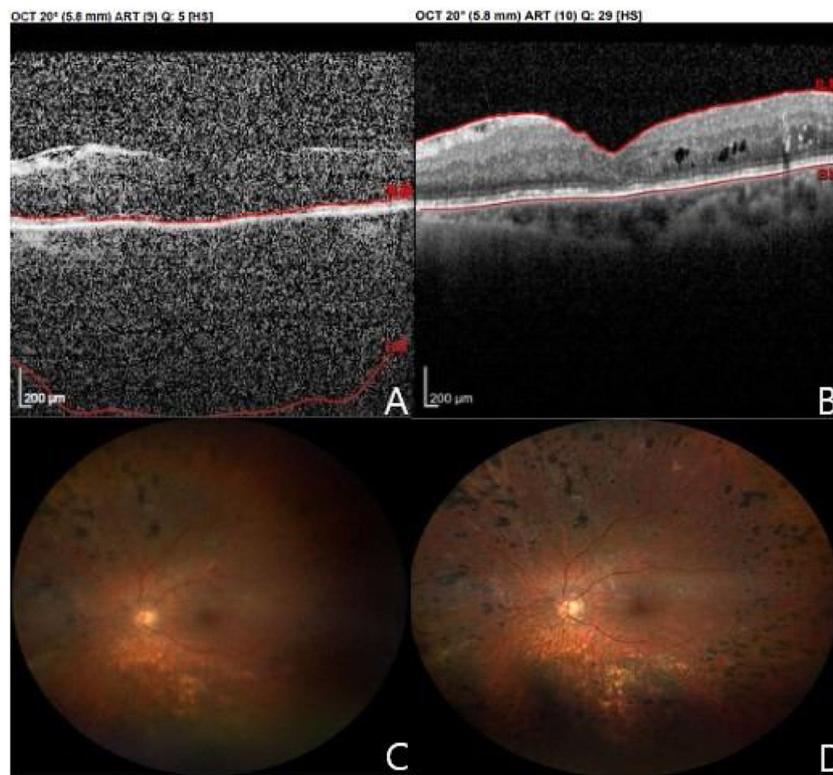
Tomografía de coherencia óptica (OCT) realizada al diagnóstico de endoftalmítis.
